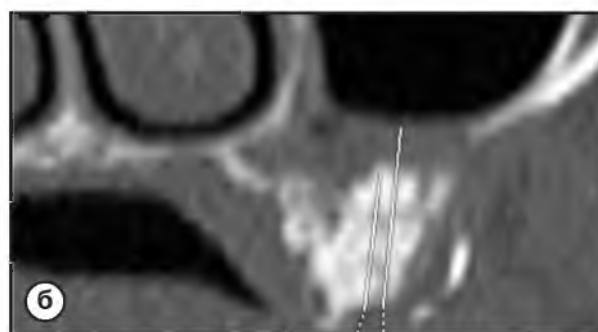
Реформатированные изображения СКТ в косо́й проекции. Деструктивные изменения костной ткани вокруг винтовых имплантатов. Один из них смещен вверх
